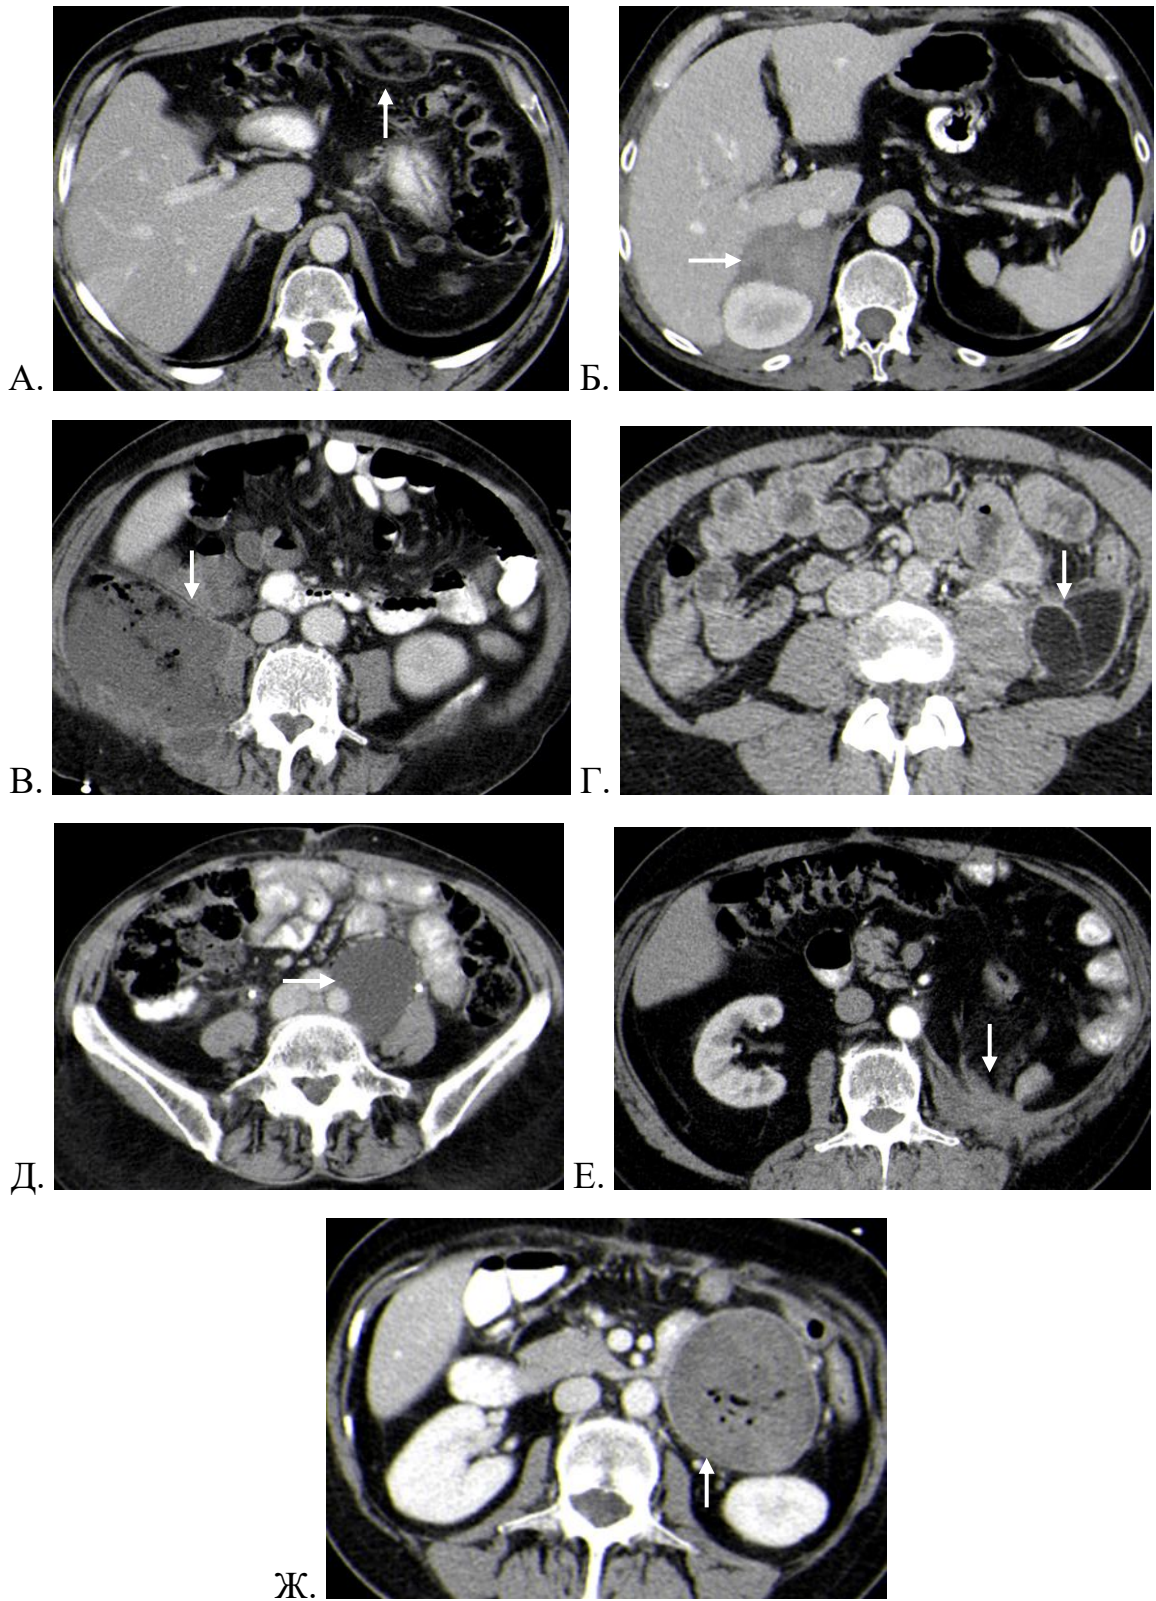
Рентгеновские компьютерные томограммы абдоминальной области: А – гранулема; Б – гематома; В – абсцесс; Г – послеоперационная деформация жировой клетки; Д – лимфоцеле; Е – фиброзные изменения; Ж –
